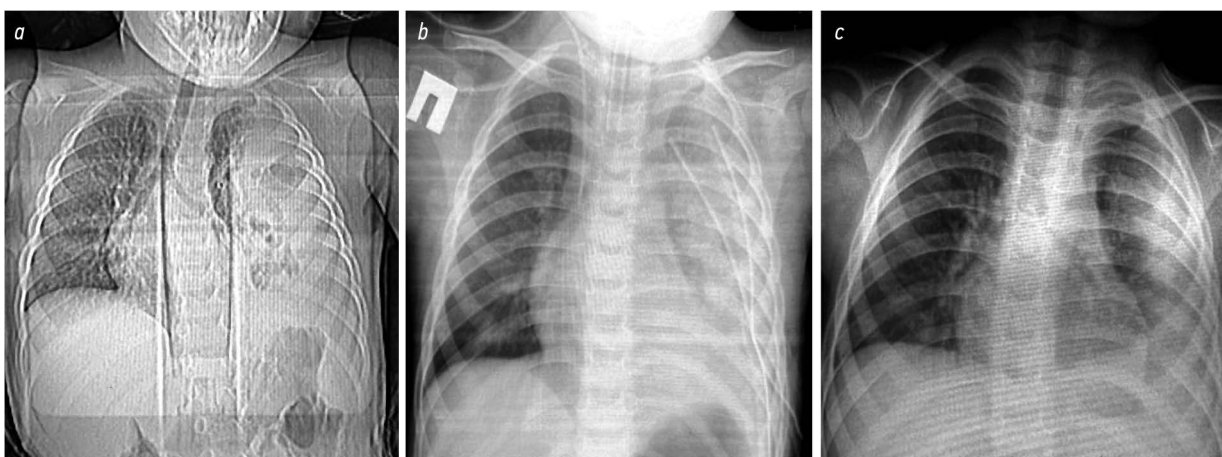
Рентгенограммы органов грудной клетки больной Г., 3 лет (контрольная группа): *a* — до операции, *b* — на 1-е сут после операции; *c* — на 7-е сут после операции.
